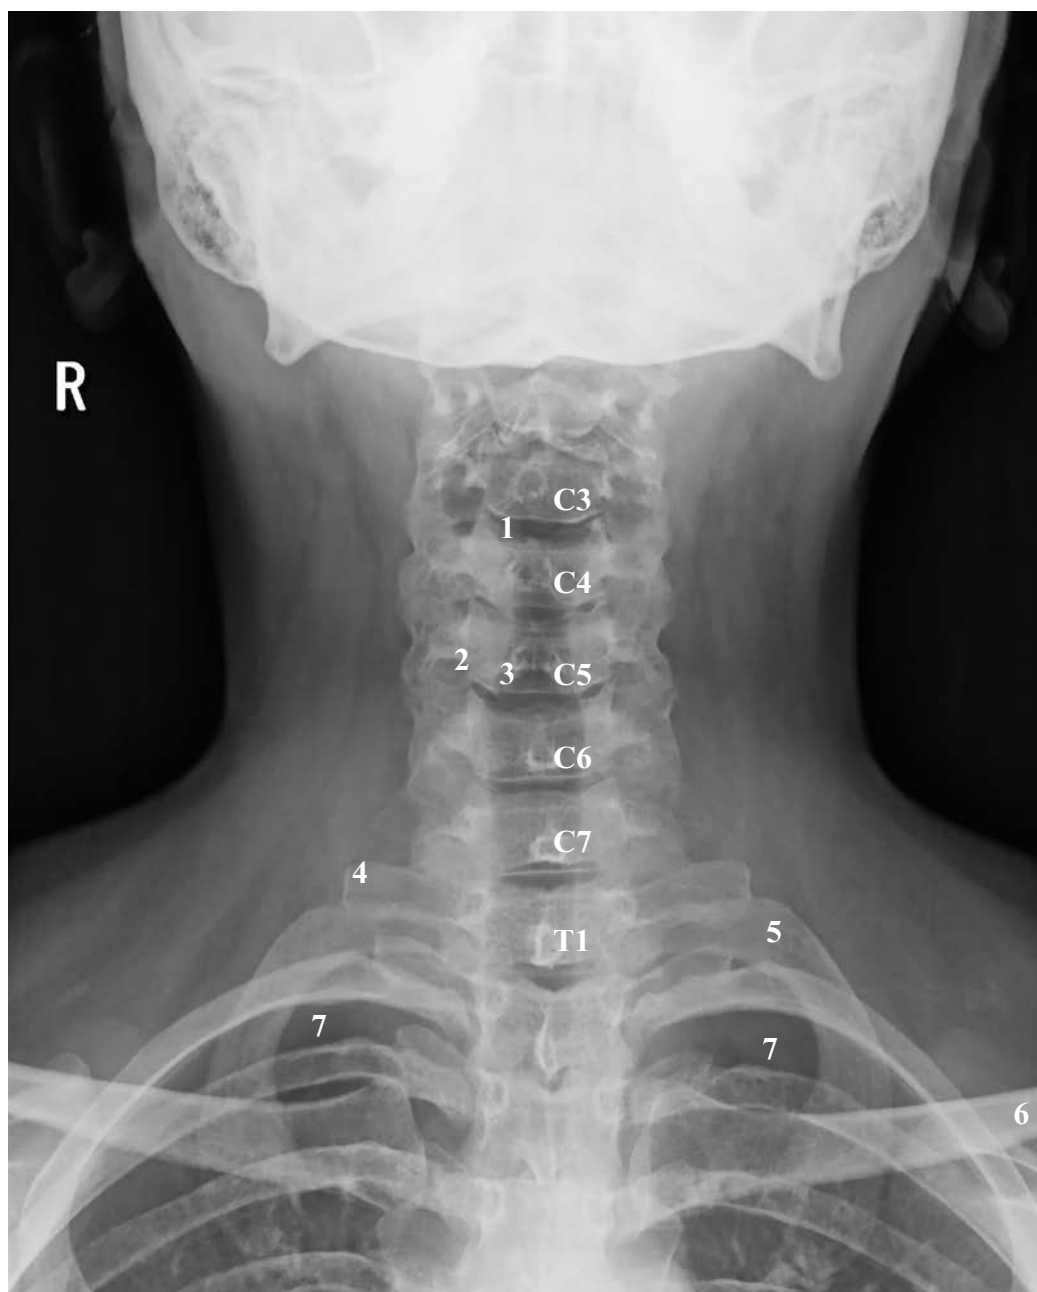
Radiografie frontală a coloanei vertebrale cervicale
